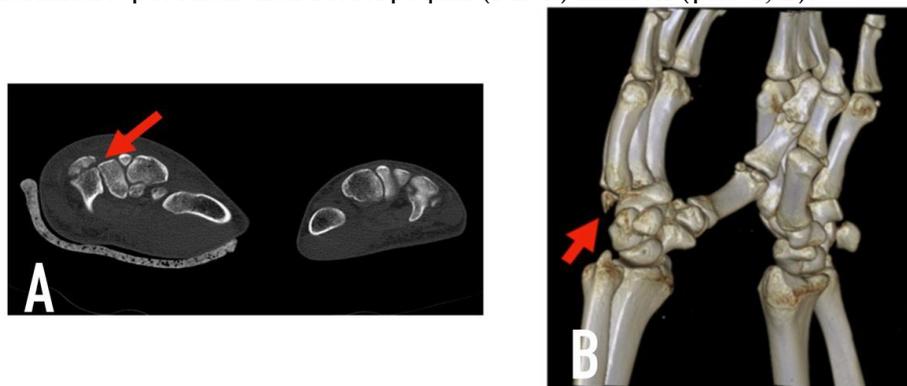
А – КТ-изображение кисти – аксиальная плоскость: перелом крючковидной кости, В – 3D-моделирование КТ-изображения кисти: перелом крючковидной кости
